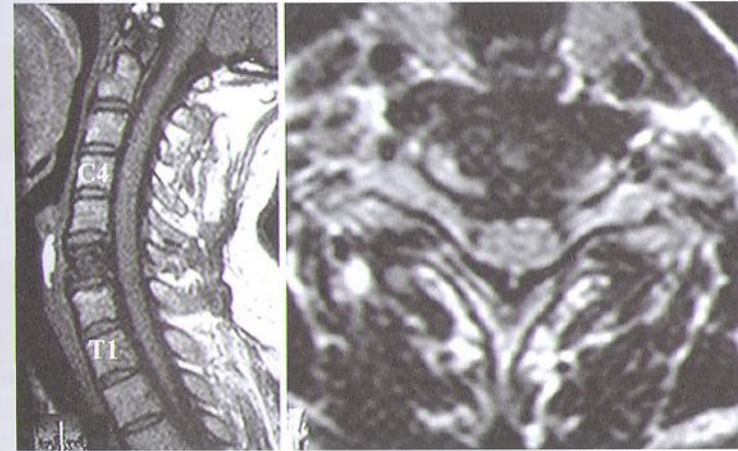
МРТ больного с клиникой цервикалгии и вертебробазилярной недостаточности. На снимках доброкачественная опухоль С6-позвонка без компрессии спинного мозга.
